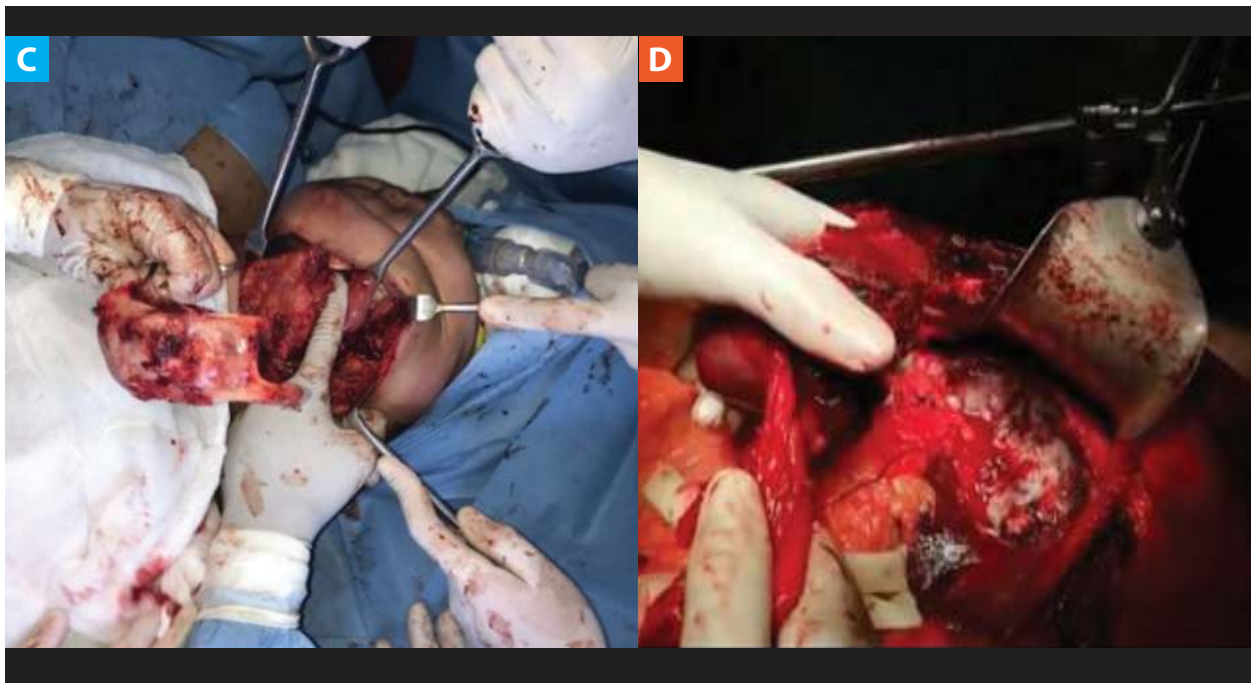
Imágenes de tomografía axial computarizada (TAC) y resección quirúrgica. A: TAC Tórax y abdomen muestra una lesión neoplasia a nivel de esternón. B: TAC de Abdomen muestra metástasis hepática. C: Resección del bloque de condrosarcoma de esternón. D: Resección no anatómica de segmentos hepáticos II, III y IVa.
